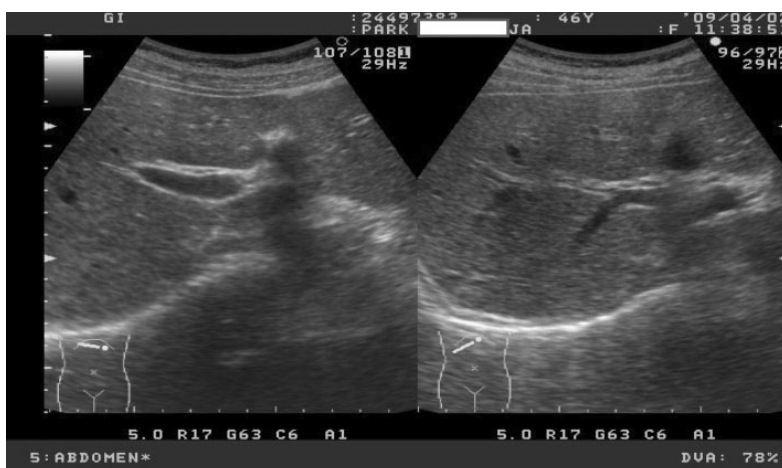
Ultrasonography of patient's liver. Increased echogenicity was indicative of diffuse liver parenchymal disease.
